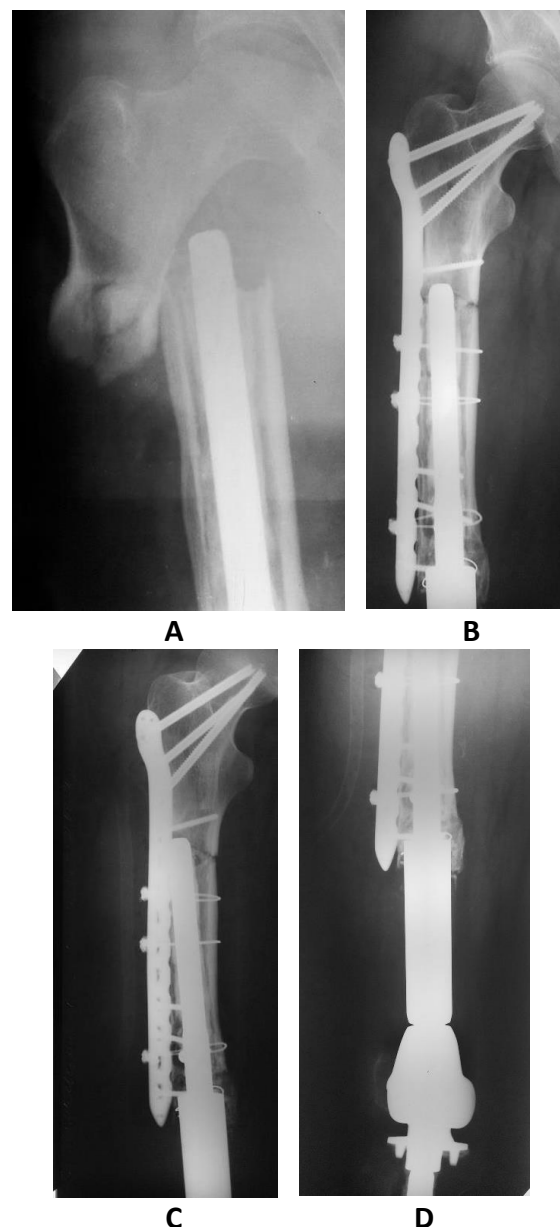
Röntgenaufnahmen nach Endoprothetik des Kniegelenks beim Patienten M.: a) Femurfraktur erkennbar; b), c) und d) Zustand nach einer Metallosteosynthese mit einer Knochenplatte und Cerclagen.
